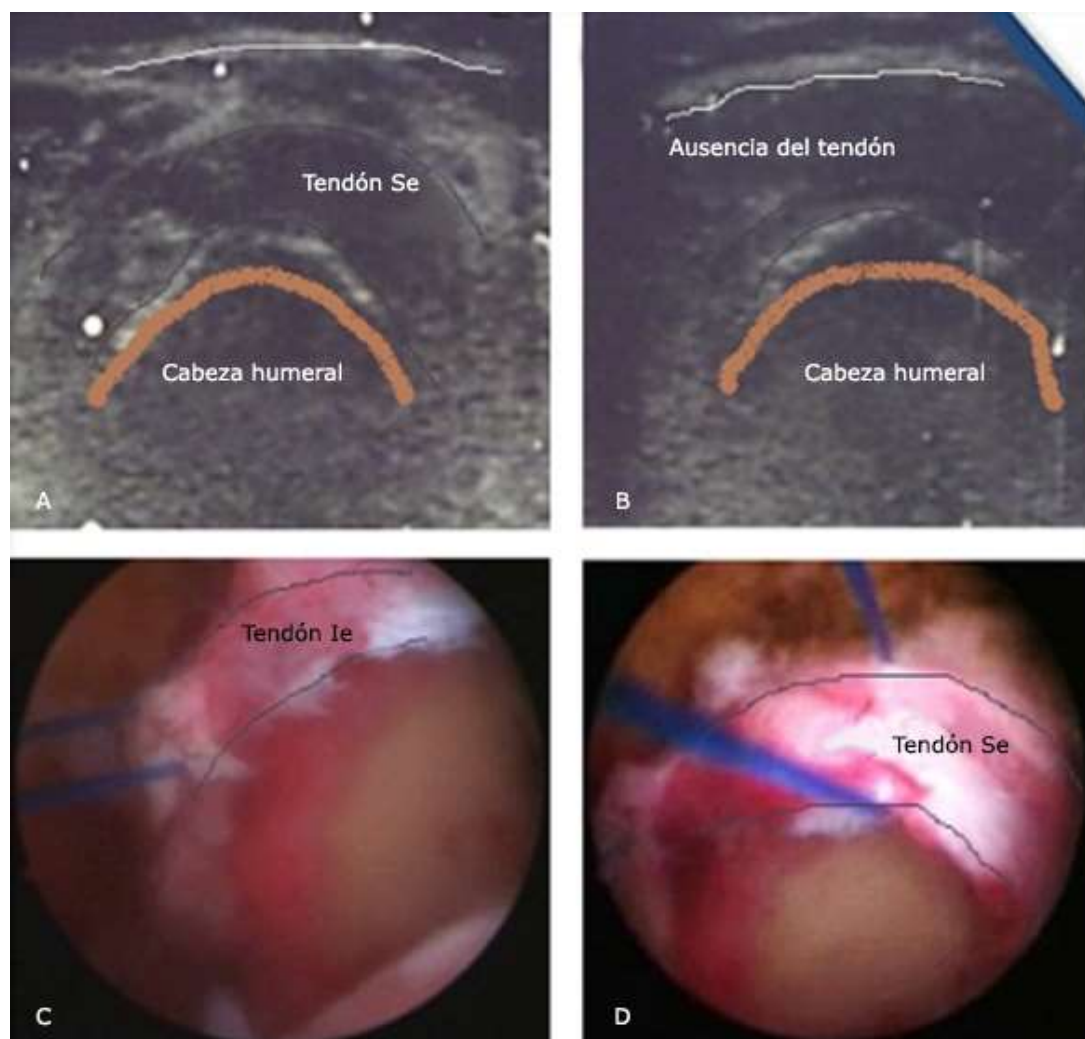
Ruptura masiva del manguito rotador. A. Imagen ultrasonográfica del hombro izquierdo donde se muestra en un corte transversal el tendón del Se sano. B. Hombro derecho donde se muestra en un corte transversal ausencia total de tendón del Se en inserción humeral. D. Imagen artroscópica del mismo hombro derecho donde se
